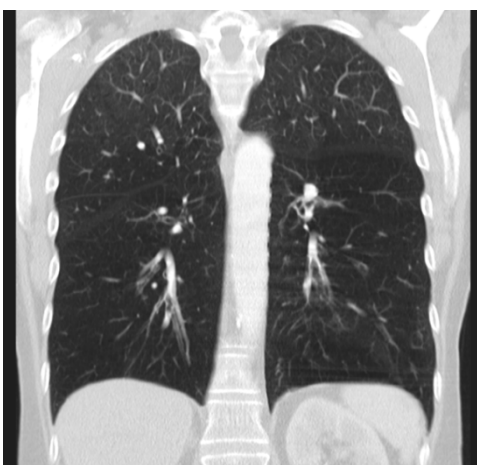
Präinterventionelle CT-Aufnahme
